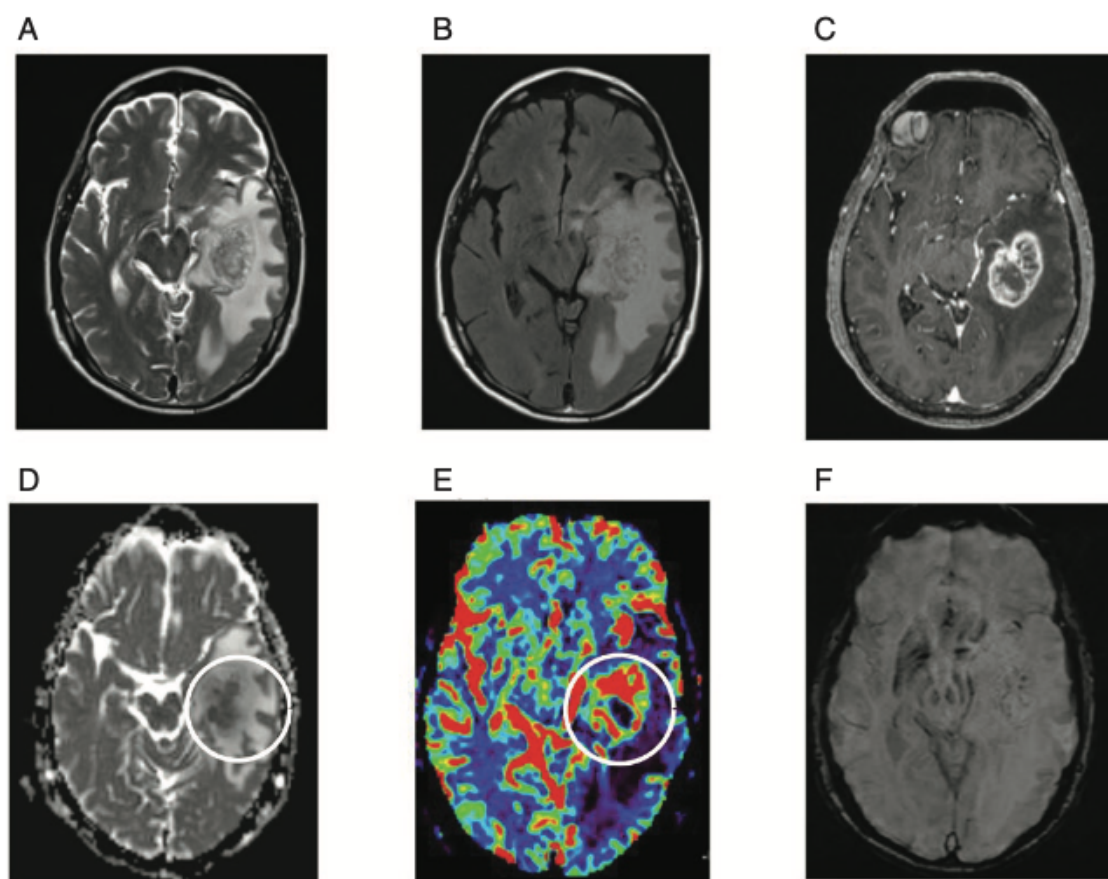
immagini che mostrano il glioblastoma IDH-wildtype secondo varie sequenze: (A), T2-FLAIR (B), T1w con contrasto (C), ipercellularità in mappa ADC (D), ipervascolarizzazione all'imaging di perfusione (E) e una microemorragia pesata all'imaging di suscettività magnetica (F).¹⁸
